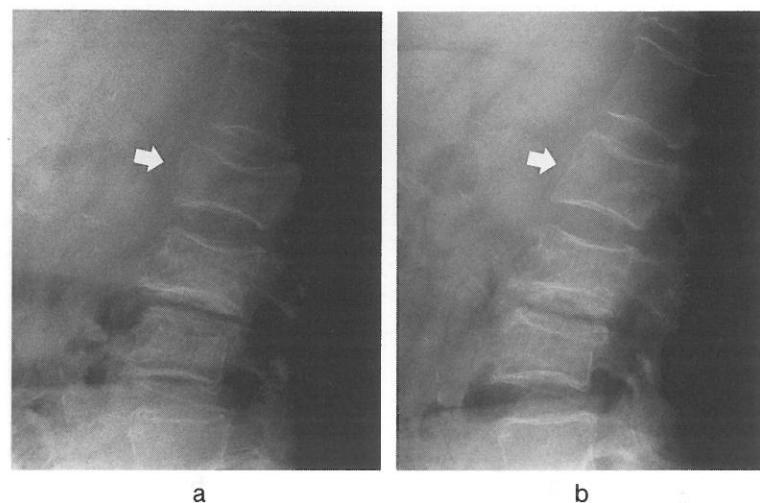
骨癒合不全（偽関節）例の単純X線前屈像(a), 後屈像(b)：動態撮影により偽関節部の不安定性が確認できる（矢印）。
